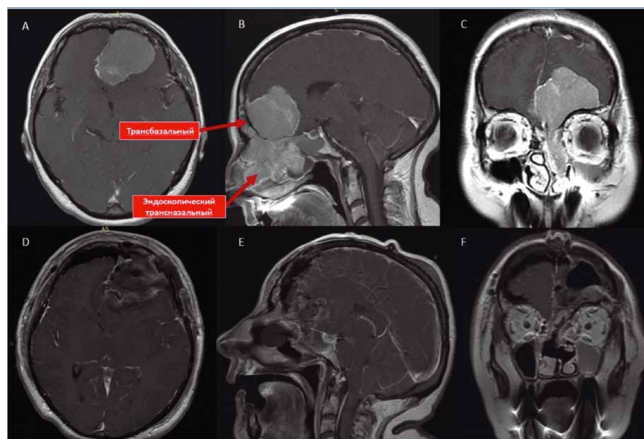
МР-томограммы пациента с ОМ распространяющейся в решетчатый лабиринт и полость носа. Выполнен одномоментный комбинированный транскраниальный и эндоскопический трансназальный доступы. А — аксиальная проекция до операции, В — сагиттальная проекция до операции, С — коронарная проекция до операции, D — аксиальная проекция после операции, E — сагиттальная проекция после операции, F — коронарная проекция после операции
